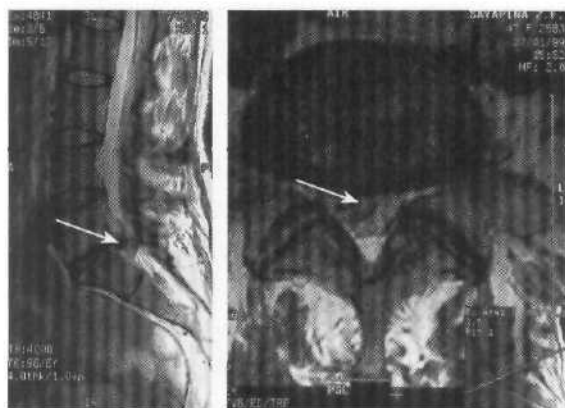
МРТ. Правосторонняя заднебоковая грыжа диска L₅-S₁.
